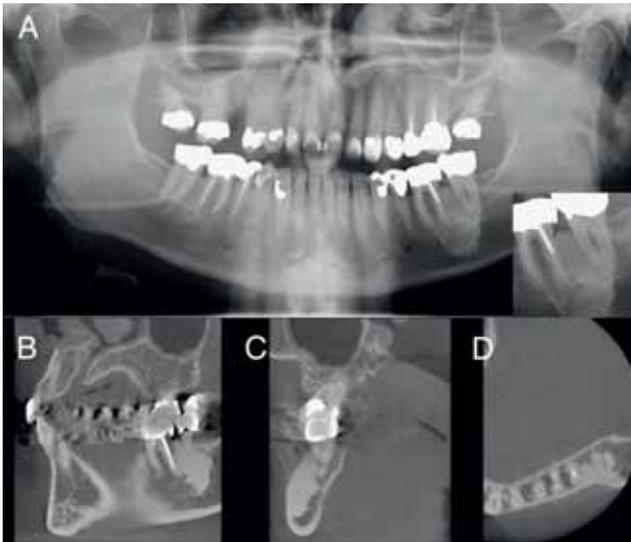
Ostéite condensante chez une patiente de 37 ans: l'OPT (A) et la radiographie apicale (A en bas à droite) montrent une structure radio-opaque étendue dans la région interproximale entre les molaires 36 et 37. La 36 a subi un traitement de racine, la dent 37 présente un élargissement de l'espace parodontal, mais elle est vitale. Les coupes (B, C, D) en TVN montrent l'étendue importante de la radio-opacité. L'espace parodontal est toujours visible sur la racine distale de la 36 et la racine mésiale de la 37.
